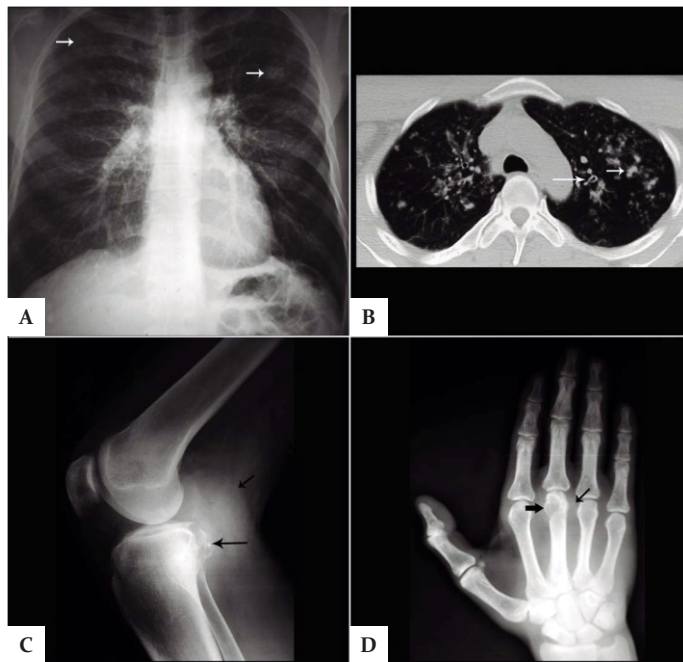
(A) Radiografía simple de tórax donde se observa infiltrado micronodular bilateral el cual es confluyente sobre el lado izquierdo y predomina hacia el lóbulo superior (flechas blancas cortas). (B) Tomografía simple de tórax ventana pulmonar donde se confirma infiltrado, engrosamiento peribronquial (flecha blanca larga). (C) Radiografía lateral de rodilla donde se muestra erosión de la esquina tibial posteromedial (flecha negra larga) acompañada de edema de tejidos blandos (flecha negra corta). (D) Radiografía antero-posterior de mano donde se muestra zona de erosión y radiolucidez del borde radial de la cabeza del tercer metacarpiano (flecha negra gruesa) acompañada también de edema de tejidos blandos (flecha negra corta).
